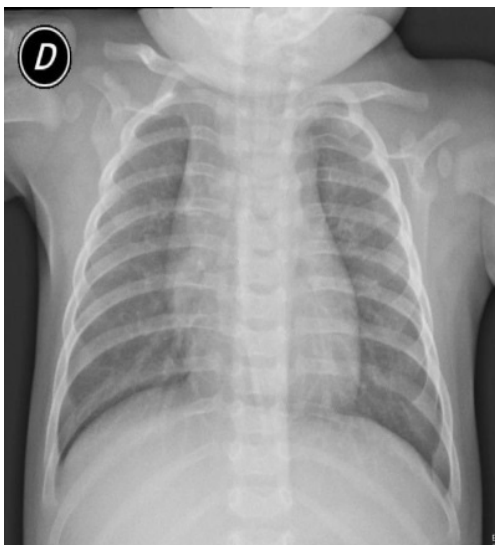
Radiografia del torace, che documenta un quadro di iperespansione polmonare bilaterale.
